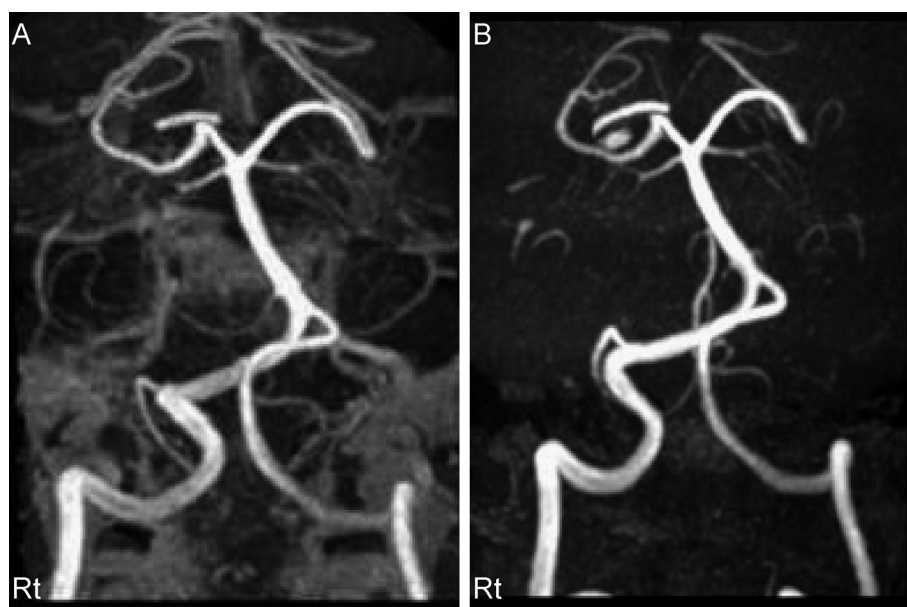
Magnetic resonance angiography.
